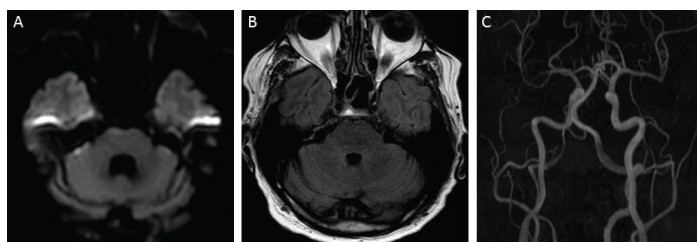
Снимок ствола головного мозга, полученный с помощью магнитно-резонансной томографии (МРТ) в горизонтальной проекции, состоящий из последовательностей диффузионно-взвешенных изображений (DWI), В-1000 (рисунок А). МРТ-снимок в горизонтальной проекции в режиме инверсии-восстановления с ослаблением сигнала от жидкости (FLAIR) (рисунок В). МРТ-снимок в режиме времяпролетной ангиографии (TOF), демонстрирующий сеть внутрочерепных сосудов (рисунок С)
